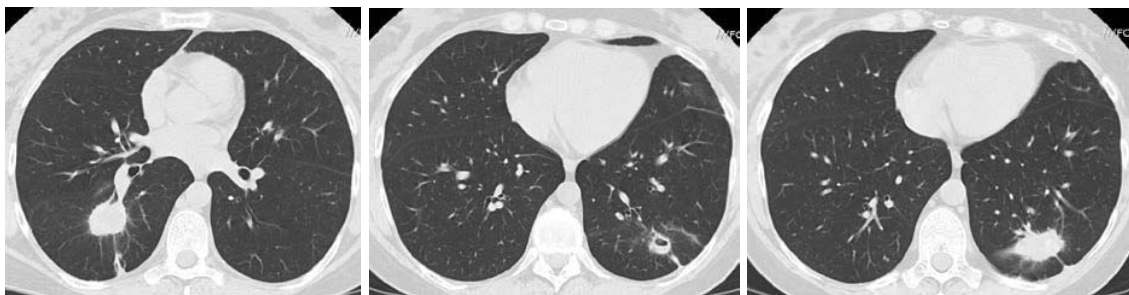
Больная П. Фрагмент КТ ОГК от 04.07.2015 г.
